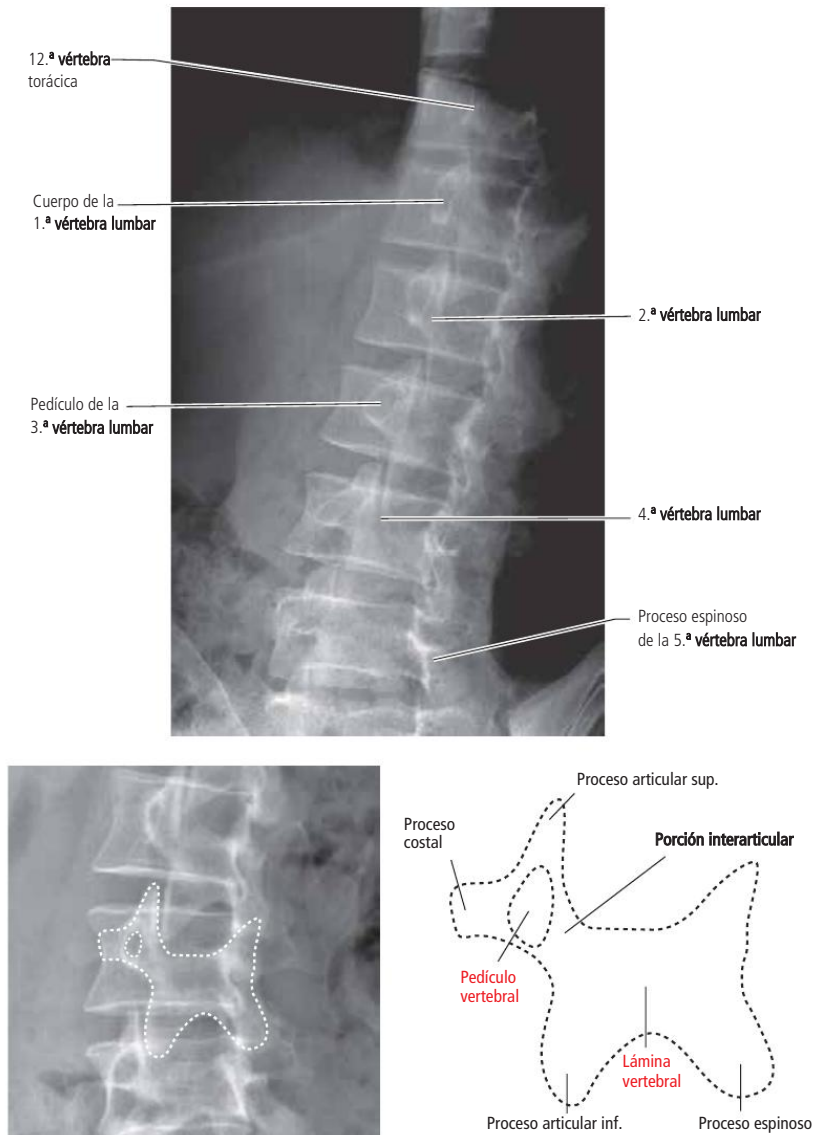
Radiografía digital de columna lumbar. Proyección oblicua.
